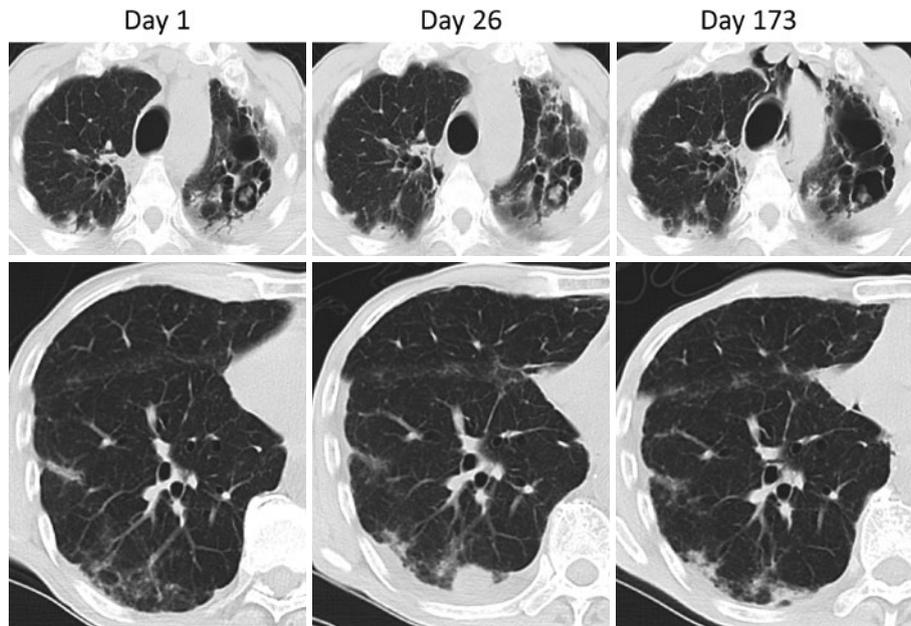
胸部CTの経過. 入院時の胸部CTでは左肺尖部に空洞性変化と、空洞内部に菌球様の腫瘤様陰影、空洞周囲の浸潤影を認め、胸膜肥厚を伴っていた. 右上葉にも軽微な浸潤影を認めた. また、右下葉に軽度の胸膜肥厚と網状すりガラス影を認めた. 第26病日の胸部CTでは、両上葉の浸潤影には変化はなかったが、右下葉に新たに2 cm大の結節影と結節影周囲の胸膜肥厚を認めた. 第173病日の胸部CTでは、縦隔気腫が出現しているが両上葉の浸潤影はわずかに改善傾向で、右下葉の結節影もほぼ消失した.
